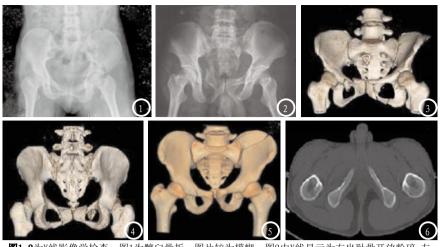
2为X线影像学检查,图1为髋臼骨折,图片较为模糊;图2中X线显示为右坐耻骨开放粉碎,左骶髂关节骨折脱位。图3-6为多层螺旋CT三维重建,图3与图4是一种清晰真切的三维立体图像,可清晰显示骨盆的解剖结构及骨折的移位情况;图5显示为耻骨联合分离,骨折线清晰可见;图6可见隐匿型骨折,如髋臼非切线位骨折、骶髂关节骨折、关节腔骨折。
